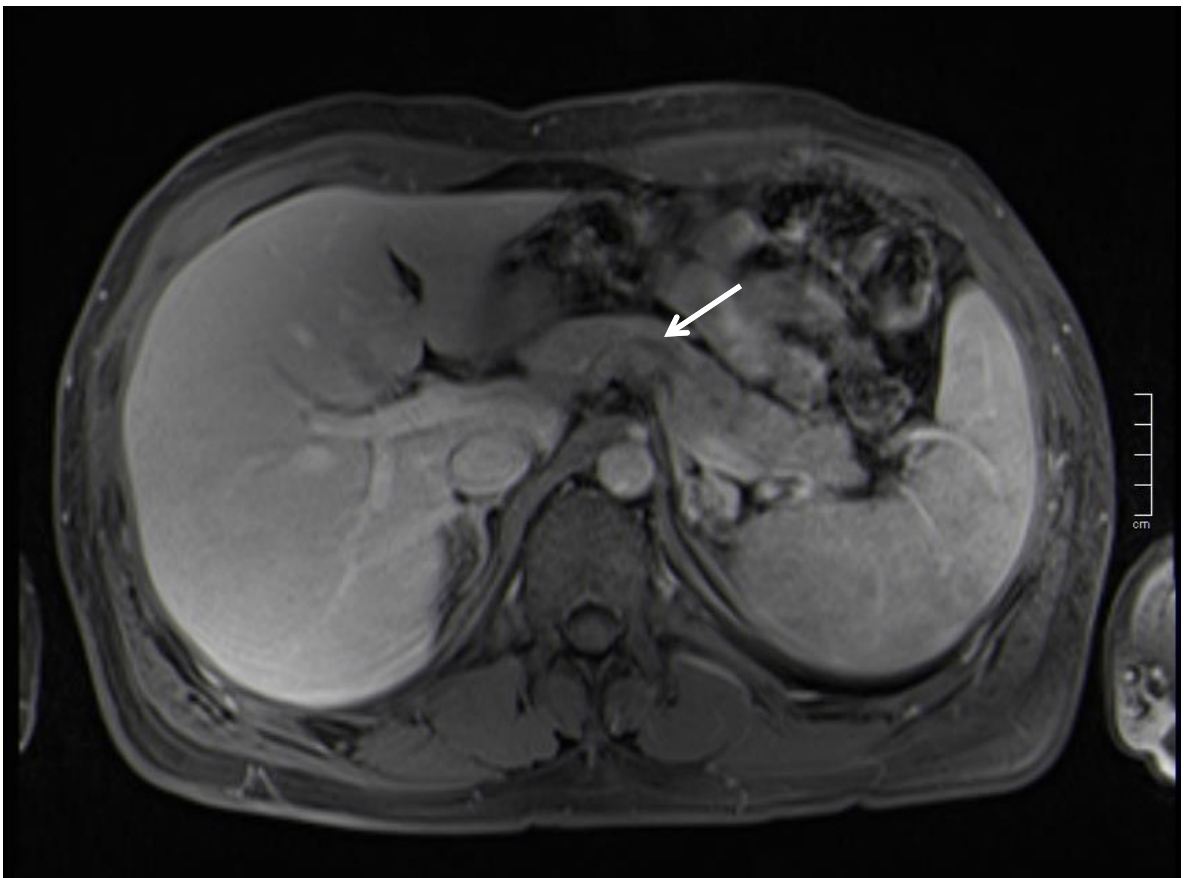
MRT des Pankreas in T1-Sequenz mit KM - der Pfeil markiert eine hypointense Struktur, die als ein Anschnitt des Ductus pancreaticus identifiziert werden kann.
